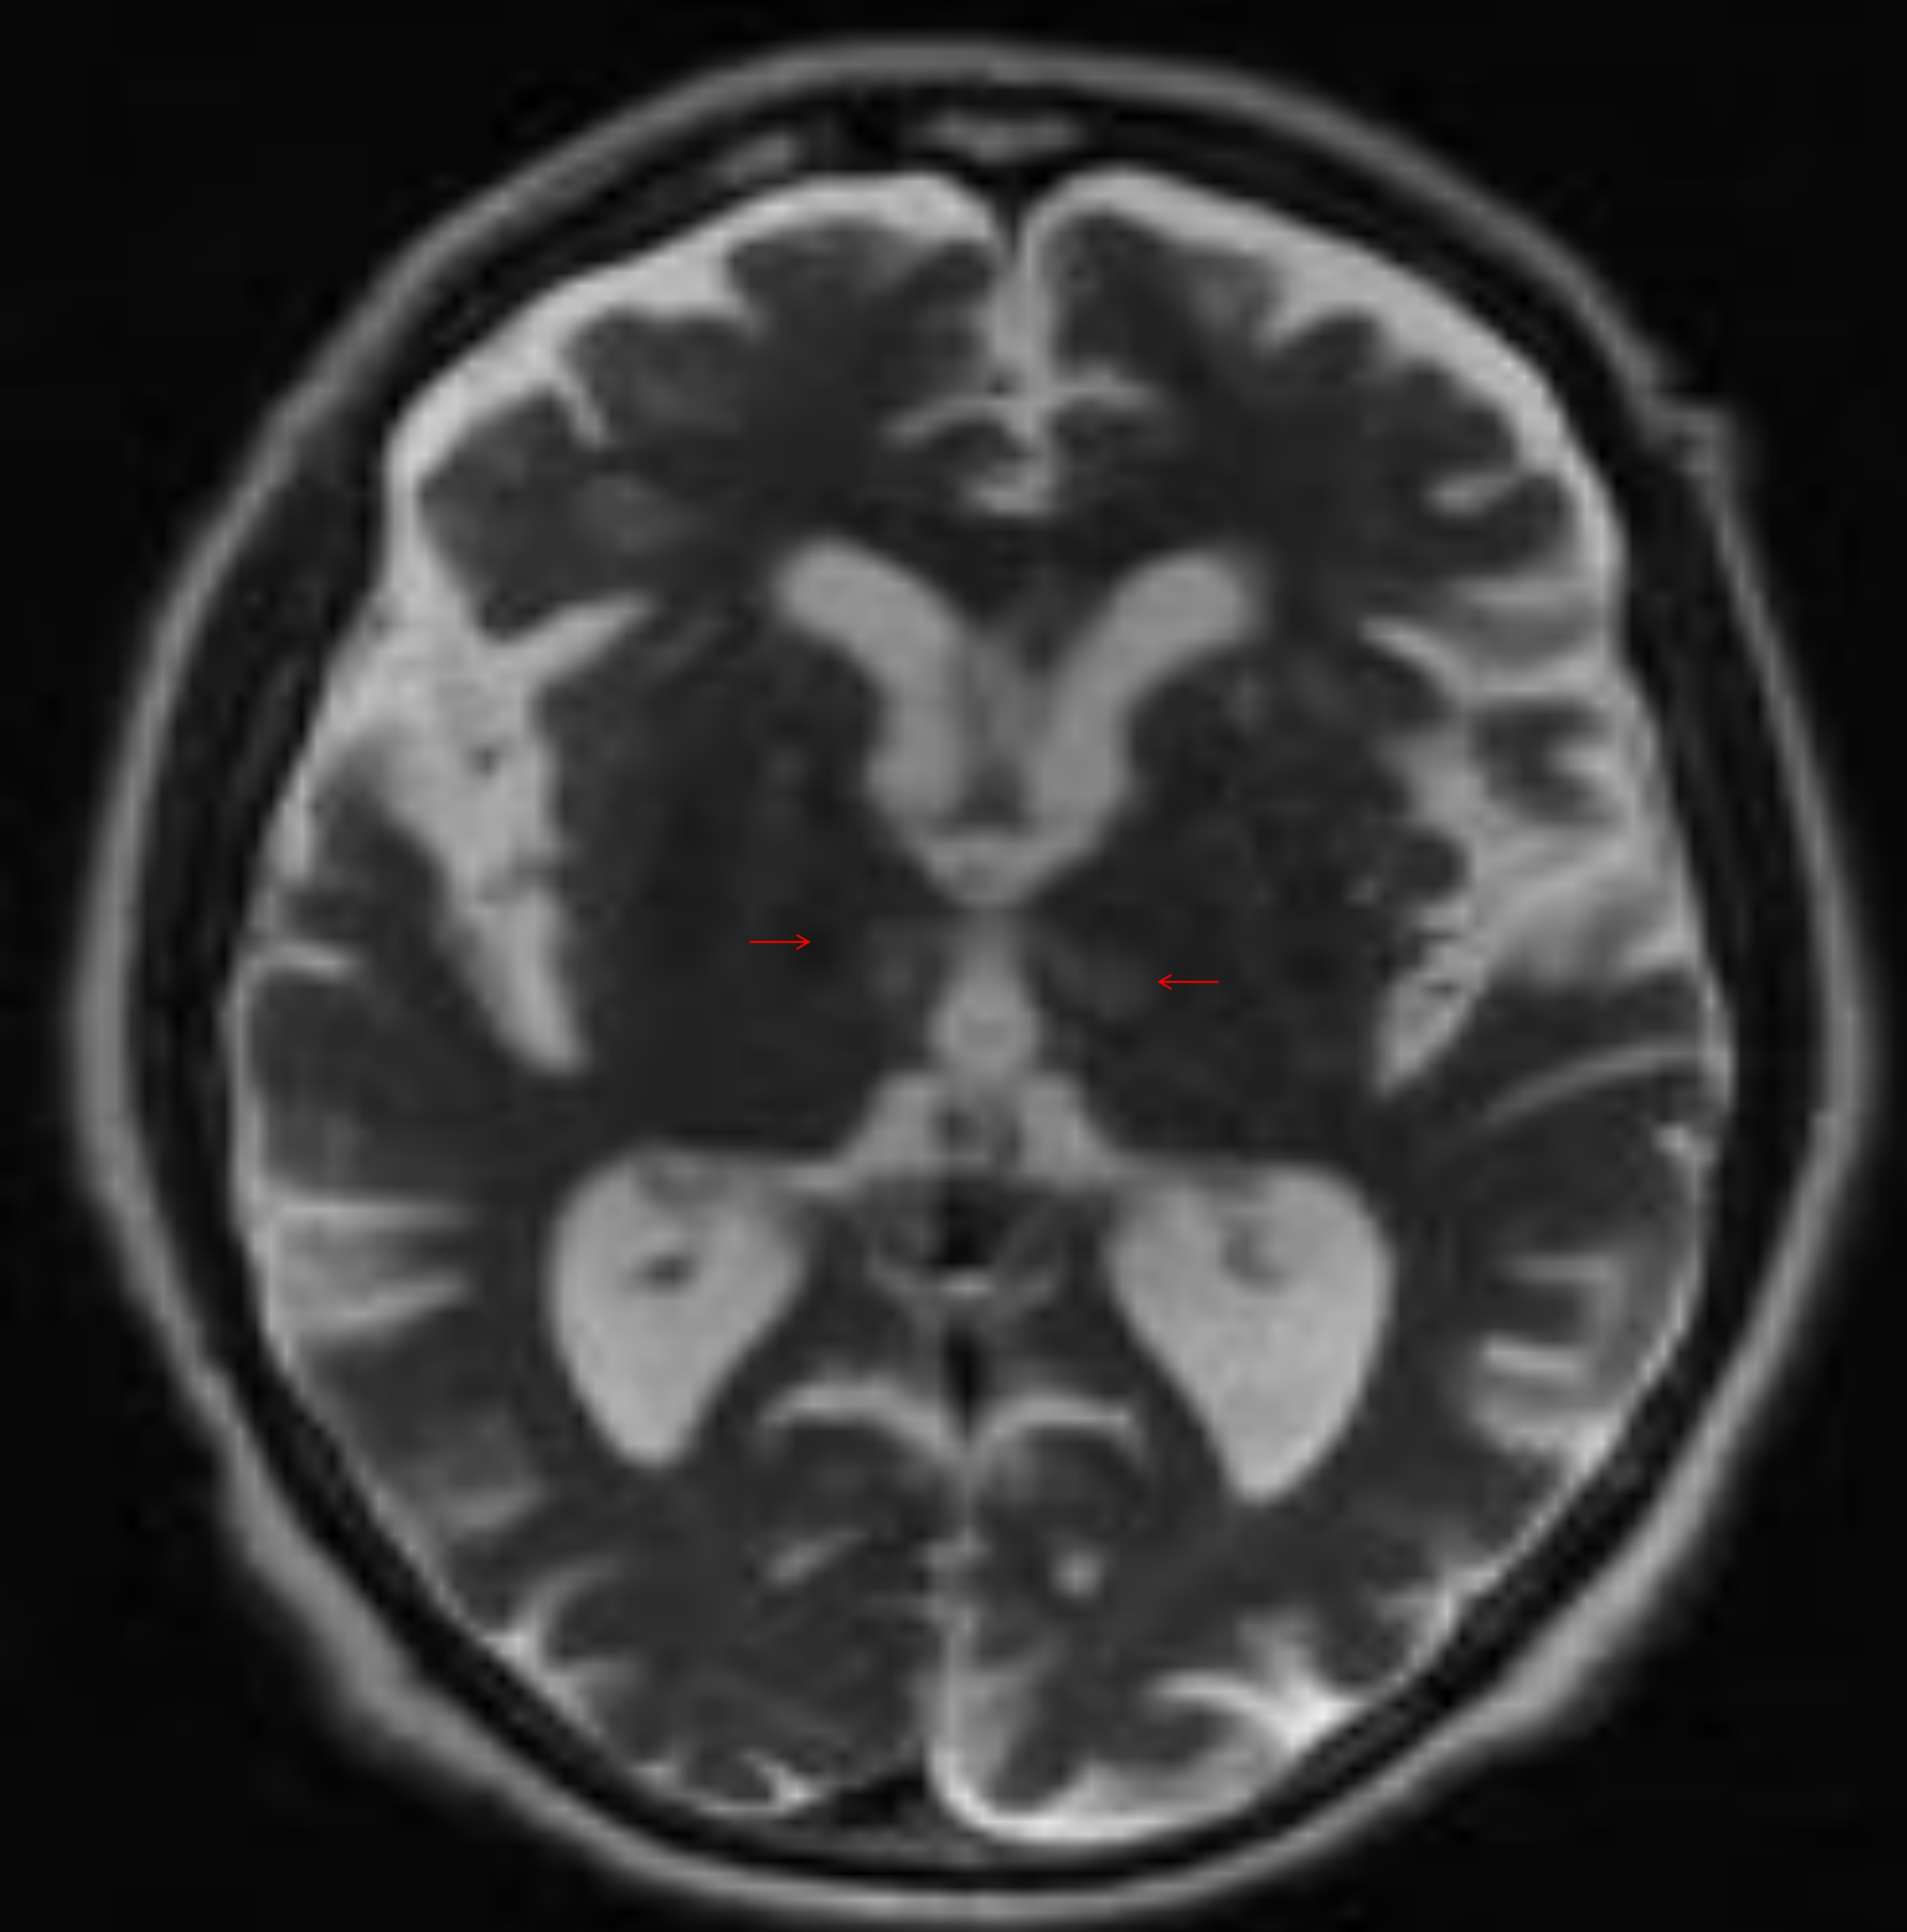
Paciente de 87 años con antecedente de HTA, traído por sus familiares por síncope con posterior coma. Estudio inicial con TC urgente sin CIV sin alteraciones significativas (no presentado). Se realiza RM por sospecha de ICTUS de territorio posterior. En axial T2 (A) coronal FLAIR (B) y mapa ADC (C) lesiones hiperintensas talámicas paramediales (flechas rojas). Hallazgos que sugieren lesión isquémica en fase establecida (subaguda- tardía) en territorio dependiente de la arteria de Percherón. Estudio de SPET-TC (D) realizado a las dos semanas del ingreso, muestra área de disminución de actividad metabólica talámica derecha.
